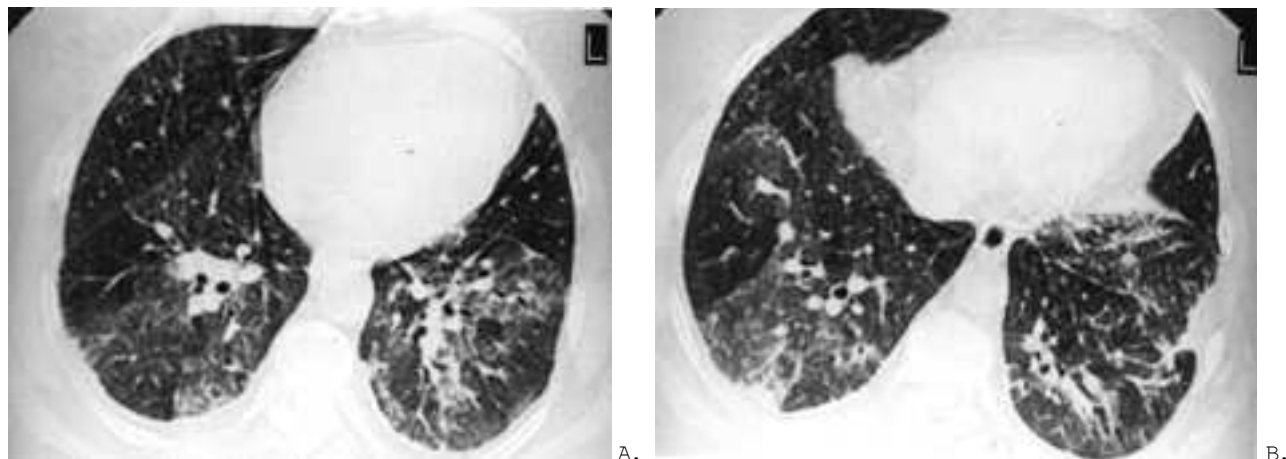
A e B —Proteinose alveolar associada a asbestose. Tomografia computadorizada de alta resolução demonstra áreas esparsas de opacidades em vidro fosco associadas a padrão reticular, que provavelmente representa septos interlobulares espessados, nas regiões posteriores dos lobos inferiores. Observa-se também a presença de espessamento pleural bilateral e de placas pleurais.
